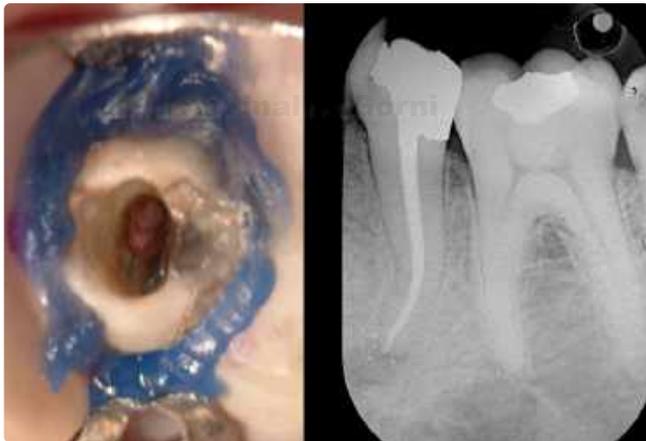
Immagine clinica e radiografica del caso ultimato.
